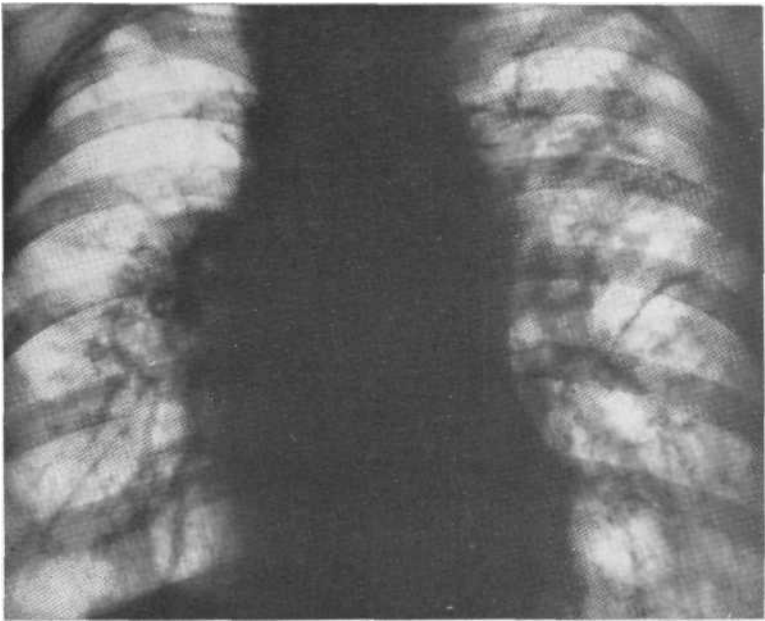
Обзорная рентгенограмма. Саркоидоз III стадии, диффузный пневмосклероз, буллезная эмфизема. Биопсия легких и кожи.
